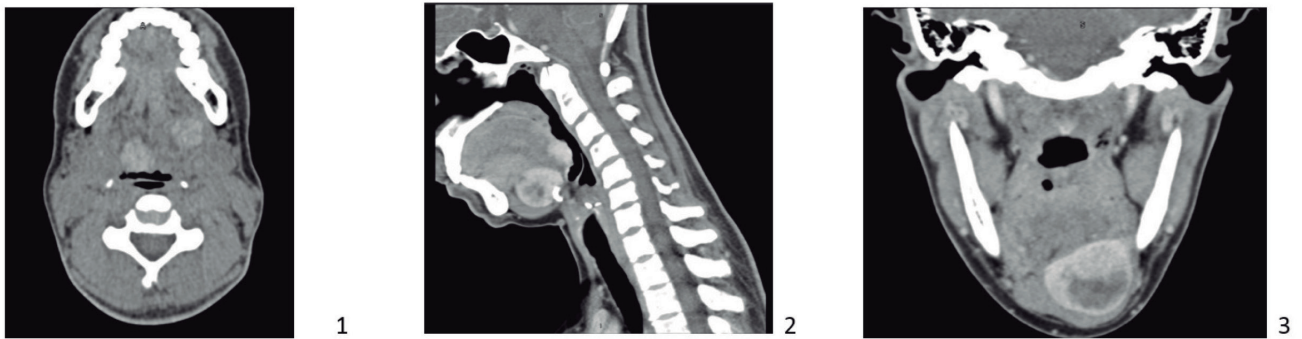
TC cervicofacial de 2018 mostrando la relación entre ambos nódulos en cortes axial (1), sagital (2) y crecimiento del nódulo submandibular en gran parte a expensas de degeneración quística, corte coronal (3).
